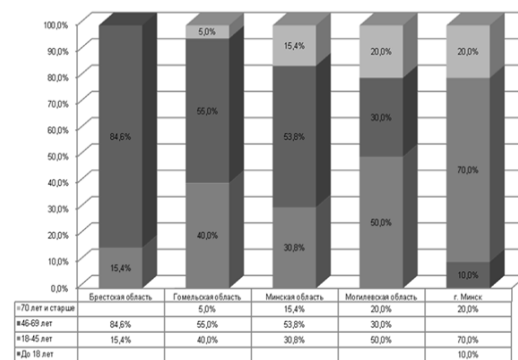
Частота встречаемости посттрансфузионных реакций и осложнений в зависимости от возраста за 6 мес. 2011 г.
